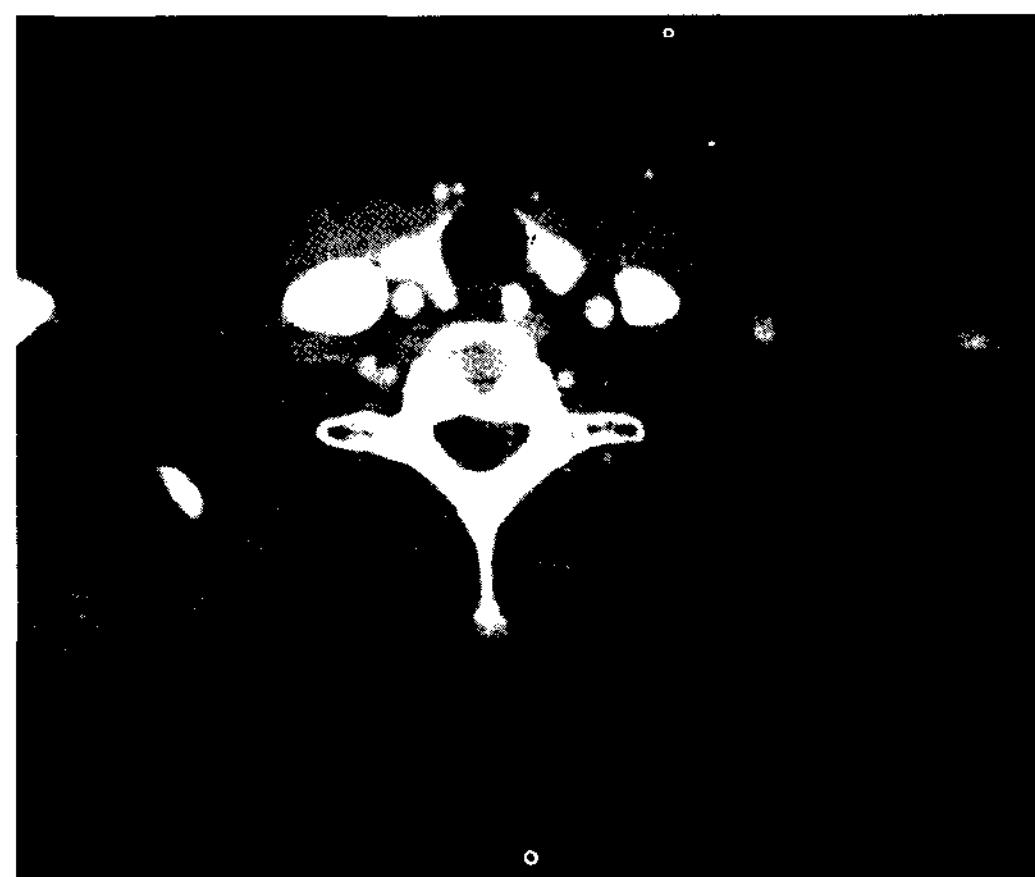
Postoperative CT scan which was successfully removed fish bone by surgical intervention.
